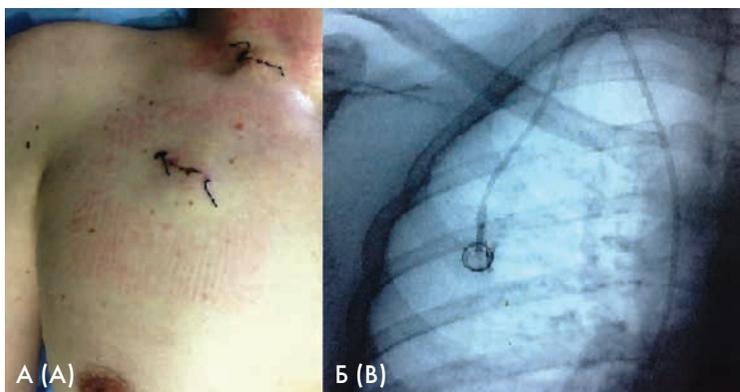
Порт-система, установленная в правую внутреннюю яремную вену. А — видна нить внутрикожного шва после ушивания подкожного кармана для камеры порт-системы; Б — видны камера и катетер порт-системы при рентгеноскопии.
